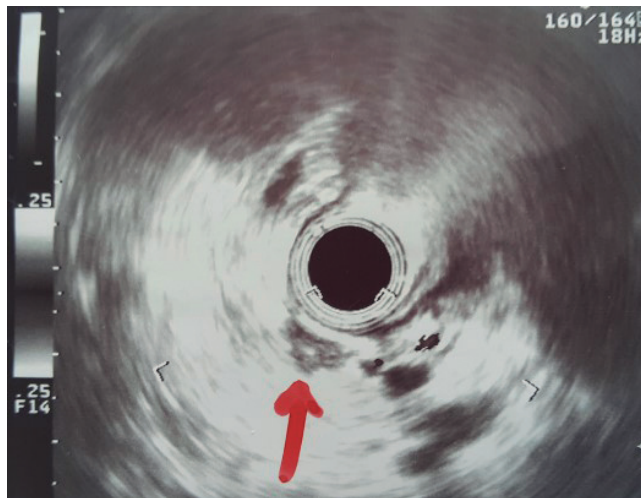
Ultrasonografía endoscópica de páncreas y vía biliar: a nivel del cuerpo del páncreas se ve una lesión hipocóica de aspecto sólido, bordes mal definidos, de 7.3 x 5.0 mm, sin relación con el ducto pancreático. En la zona de la cabeza del páncreas hay gran hipocogenicidad posiblemente secundaria a inflamación residual pos operatoria que no permite ver con claridad conductos distales ni parénquima pancreático a este nivel. Vesícula biliar distendida con ecos móviles múltiples. Fuente: los autores.
